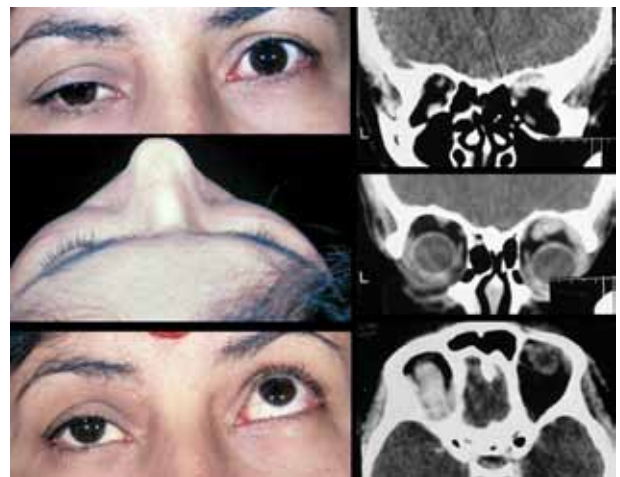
Paciente # 8. Enoftalmía derecha. Limitación de la supraversion. Tomografía computarizada de órbitas proyección coronal y axial: engrosamiento del músculo recto superior.
